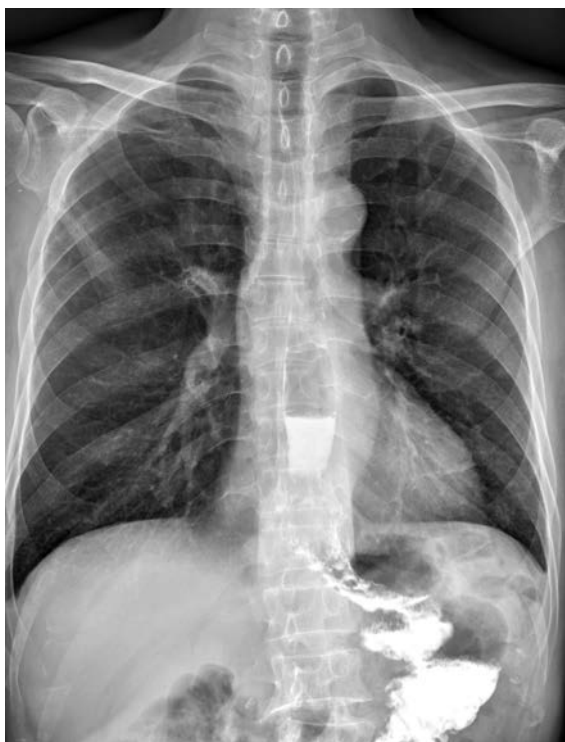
Послеоперационная рентгенография в прямой проекции.
